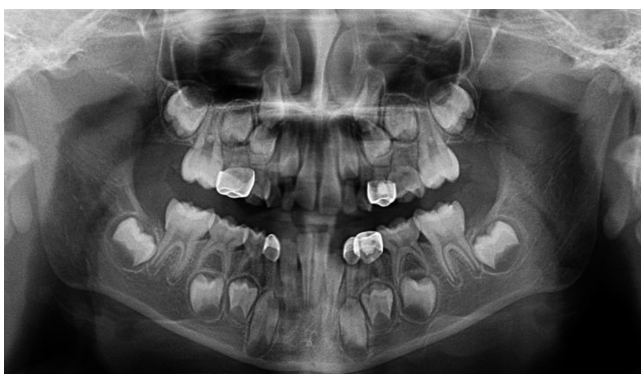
Ortopantomografía que obra en el Sistema Integral de Información Clínica y Administrativa (SIICA), Centro de Especialidades Odontológicas del Instituto Materno Infantil del Estado de México.
